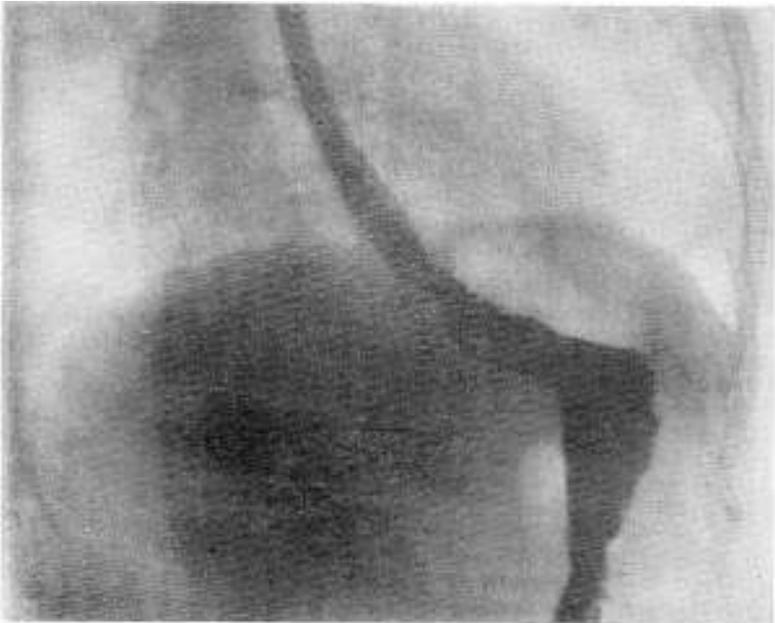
Radiografía obtenida a los 45 días de la intervención; ha desaparecido el derrame pleural. El diafragma es más regular en sus contornos; su movilidad se ha reintegrado casi totalmente; el tránsito esofágico es normal y no existen alteraciones del calibre ni paredes.
